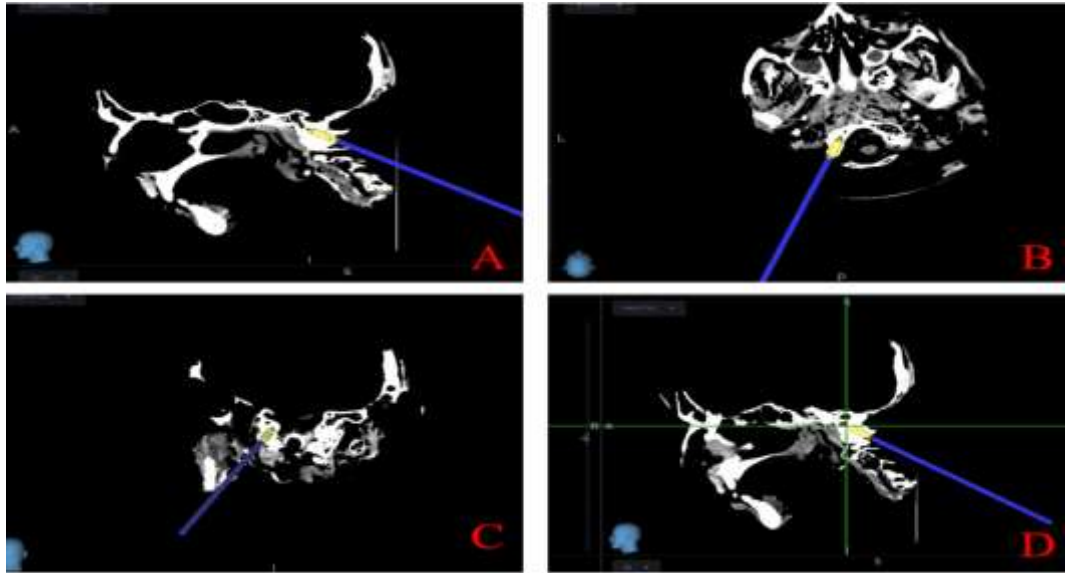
BT görüntülemenin navigasyon eşliğinde giriş yerinin ve trajeksiyonunun belirlenmesi
